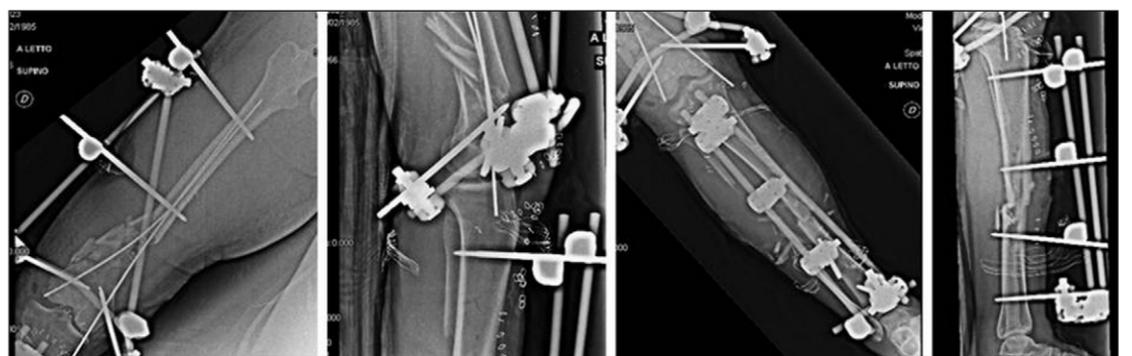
Immagini radiografiche successive all'intervento di riduzione e sintesi con fissatori esterni
